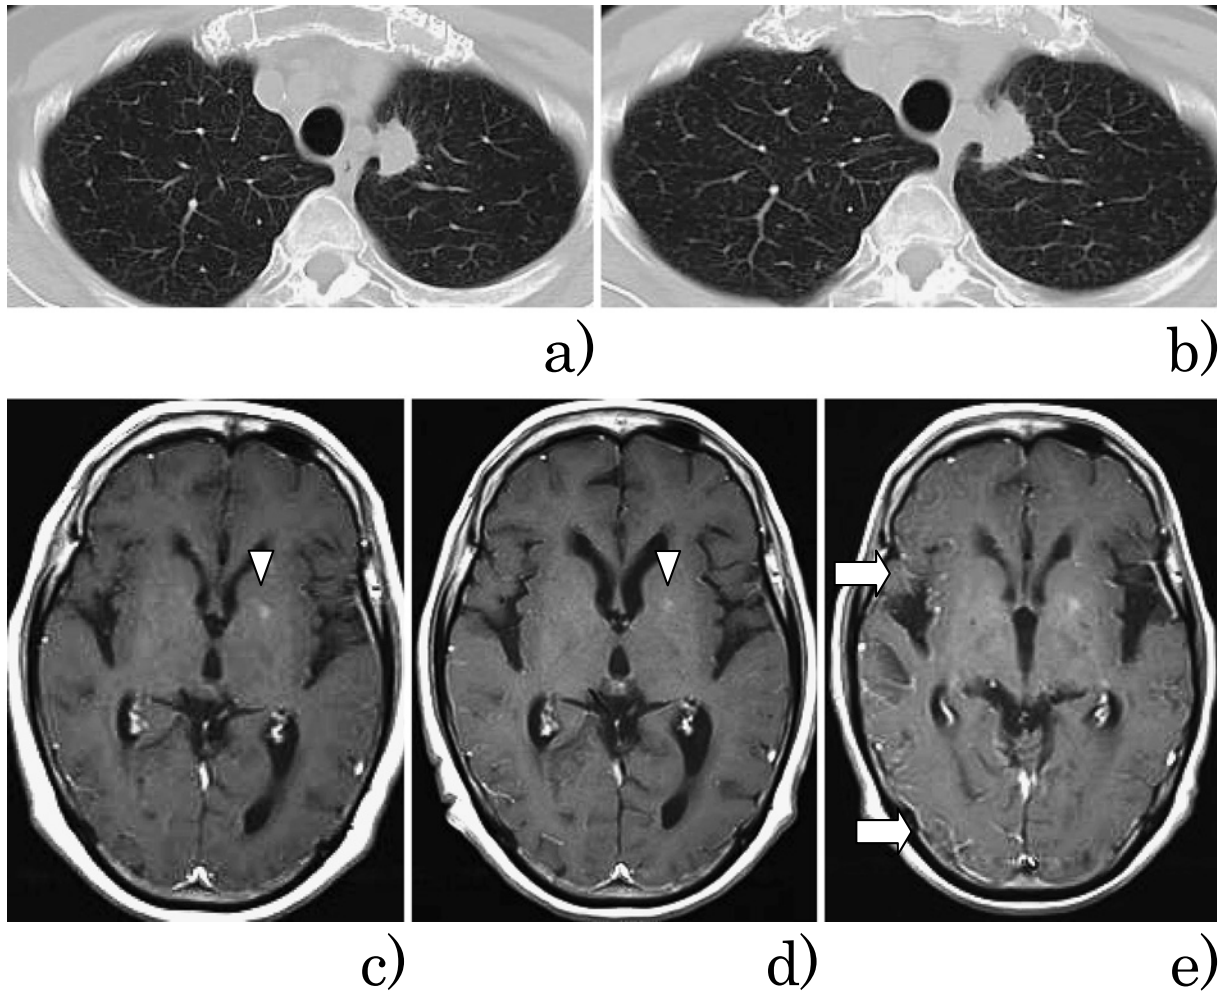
Chest CT and brain MRI (a, c: March 2013. b, d: September 2013. e: December 2013) showing the primary lesion to be progressive, although the brain metastasis was well-controlled in September 2013 (c, d: arrowhead). In December 2013, the brain surface contrasted more strongly than that observed in September 2013 (e: white arrows).
